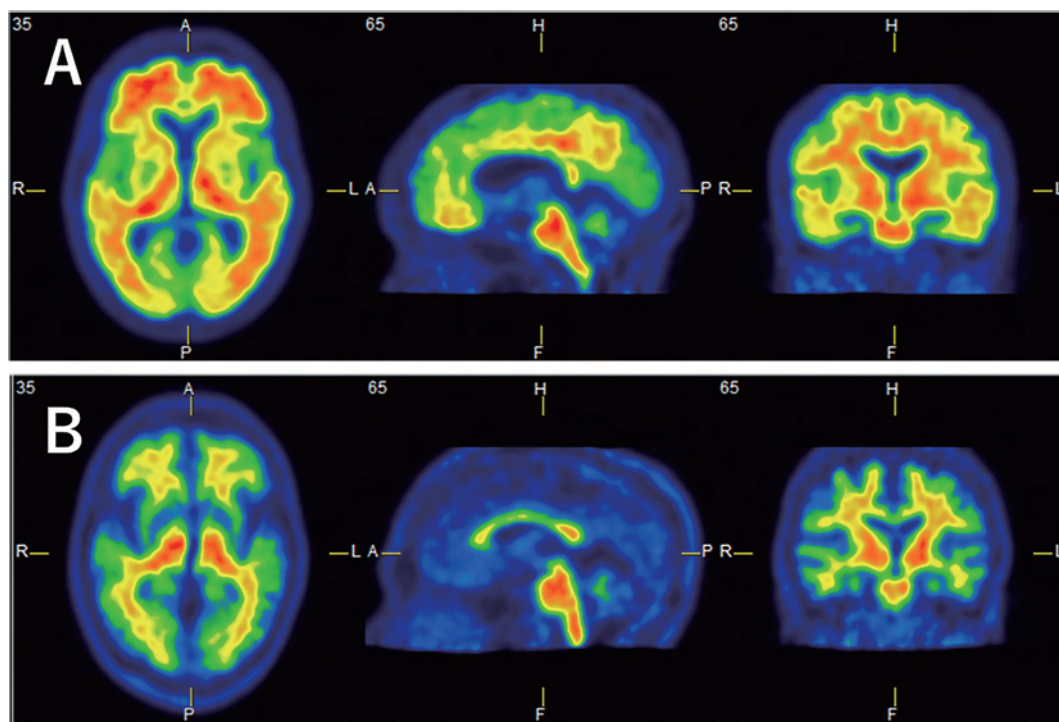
A 集積陽性, B 集積陰性の症例のアミロイドPET
